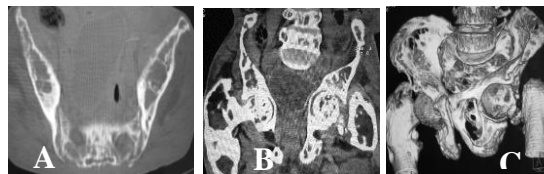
Dysplasie fibreuse des os du bassin. TDM du bassin. Coupe axiale en fenêtre osseuse (A), reconstructions coronale en fenêtre parties molles avec niveau élevé à 160 (B) et 3D surfacique vue oblique (C) illustrant des lésions ostéolytiques soufflantes au niveau des os iliaques, du sacrum et des extrémités fémorales proximales avec fracture du col fémoral gauche.
